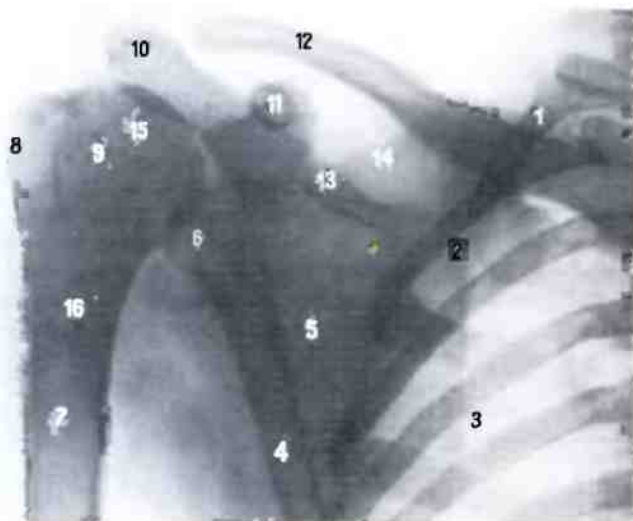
Кости пояса верхней конечности и грудная клетка (рентгенограмма).
